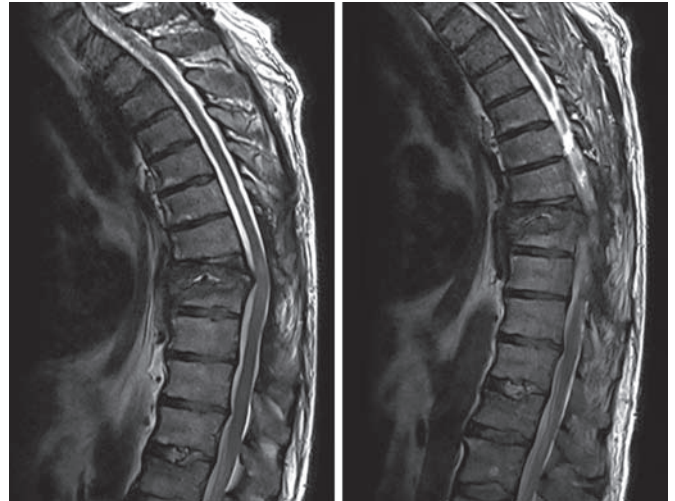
Cortes sagitales de RMN donde se evidencia la espondilodiscitis D8-9 con afectación medular.
